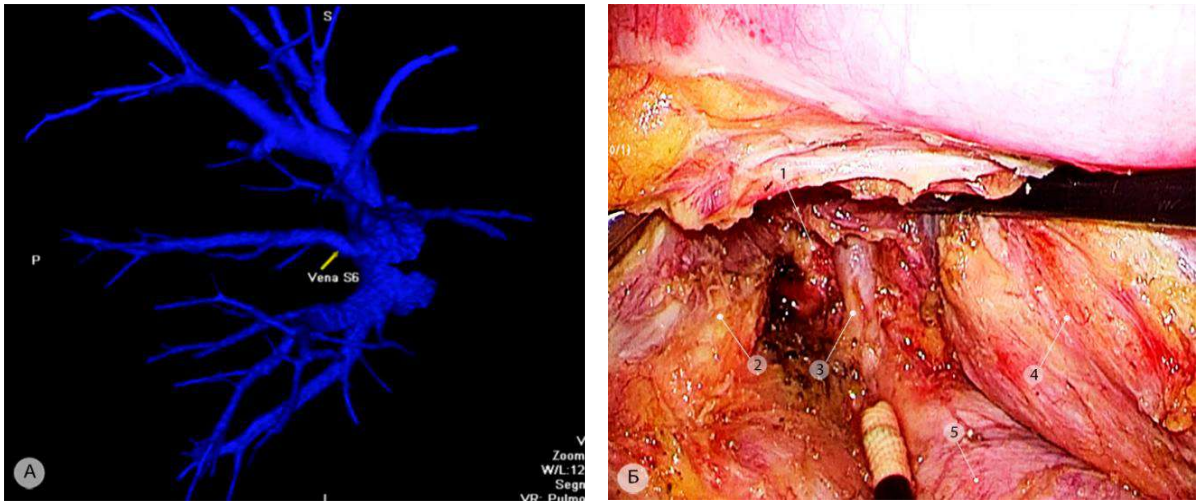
Вариант сосудистой анатомии – впадение заднезональной вены (V^6) правого лёгкого непосредственно в заднюю стенку левого предсердия. а – 3D реконструкция МСКТ-АГ до операции; б – вид аномальной вены в зоне бифуркации трахеи после завершения бифуркационной лимфодиссекции (операционное эндифото). 1 – правый главный бронх; 2 – левый главный бронх; 3 – заднезональная вена (V^6); 4 – пищевод; 5 – задняя стенка перикарда
